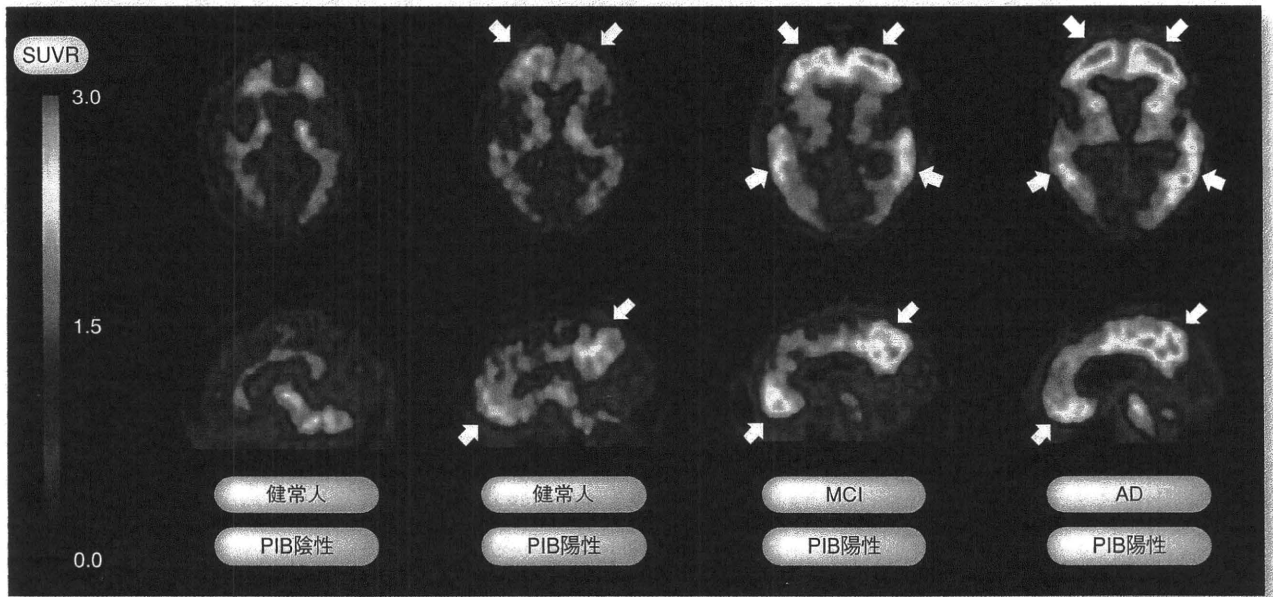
健常人、軽度認知障害(MCI)、アルツハイマー病(AD)患者における $[^{11}\text{C}]$ PIB PET画像
